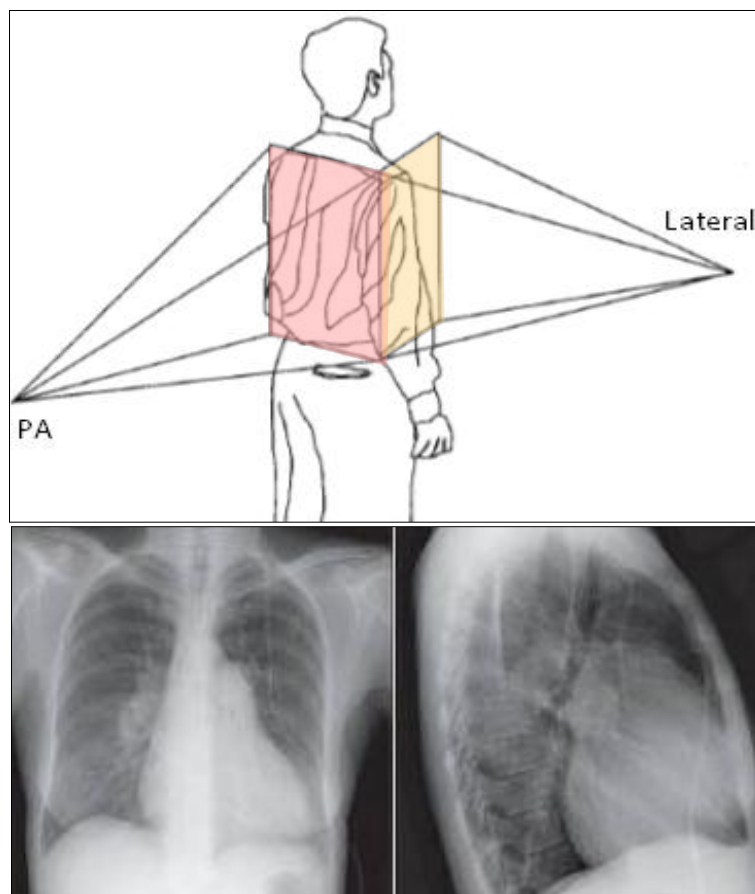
Superior, proyecciones sobre el cuerpo de una radiografía de tórax Anterior-Posterior y Lateral. Inferior, a la izquierda radiografía anterior-posterior de un tórax, a la derecha radiografía lateral del mismo tórax ^[iii].
